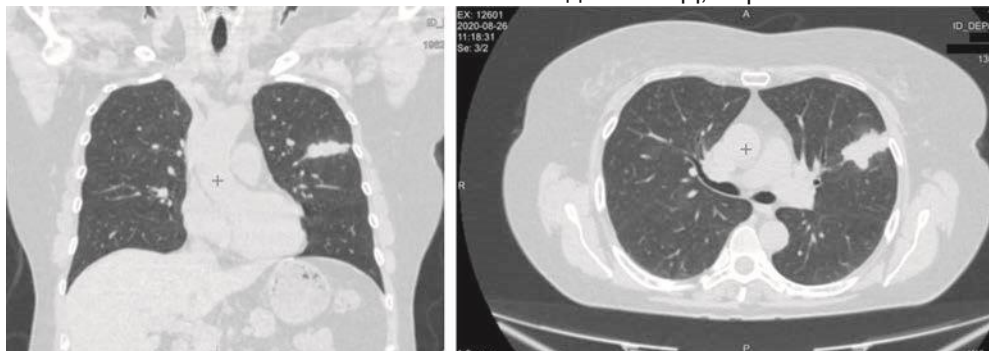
Данные МСКТ органов дыхания перед проведением оперативного вмешательства
